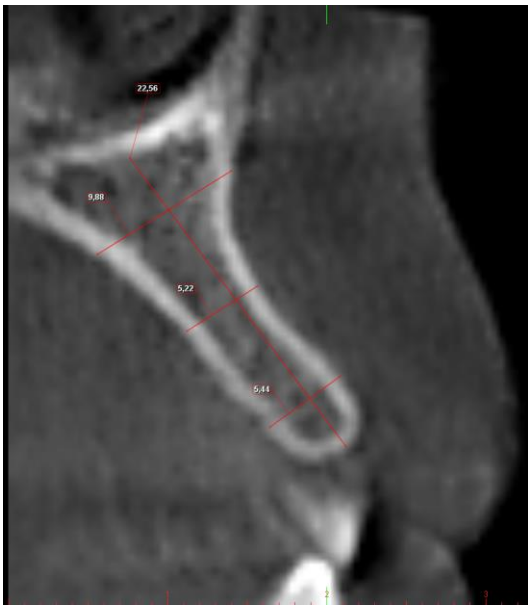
Konik ışınlı bilgisayarlı tomografi görüntüsünde cross-sectional kesitte maksilla sol lateral-kanin arası bölgede alveoler kret yüksekliğinin belirlenmesi
